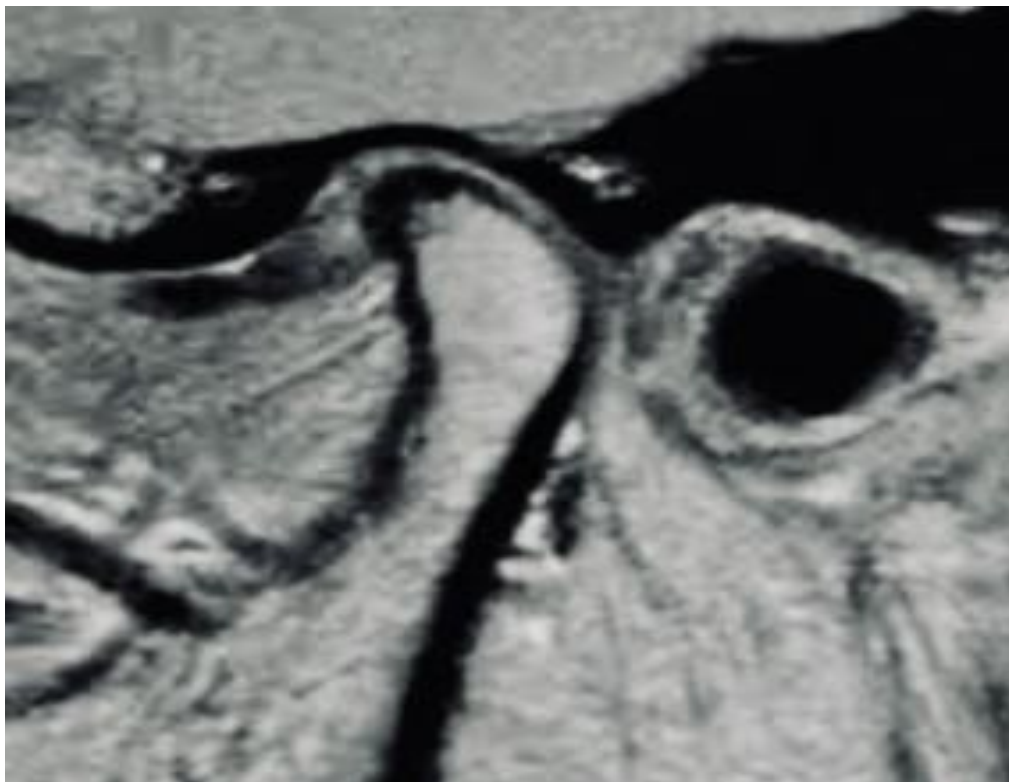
Closed-mouth magnetic resonance imaging where we can observe the displacement of the articular disc
